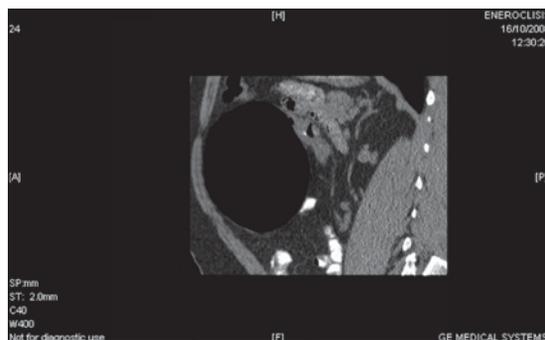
E-TC (corte sagital): imagen aérea de localización anterior en región epigástrica.
